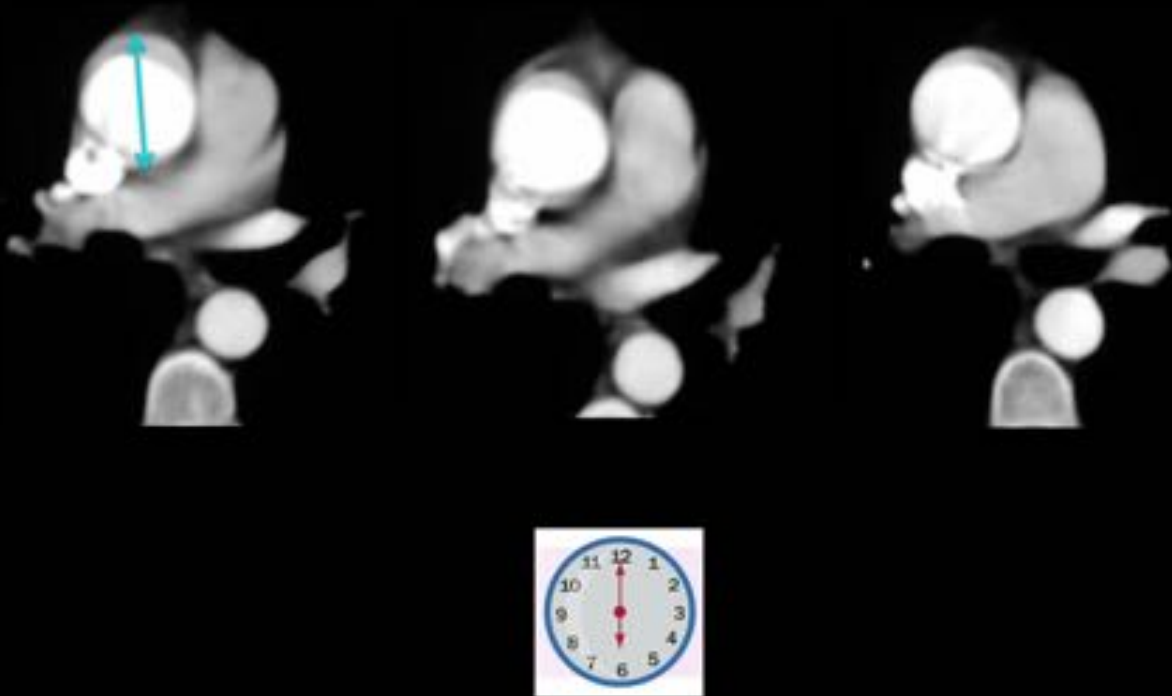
TC sin sincronización: Artefactos lineales secundarios a movimiento cardiaco / aórtico. Dirección anteroposterior (12h – 6h).
